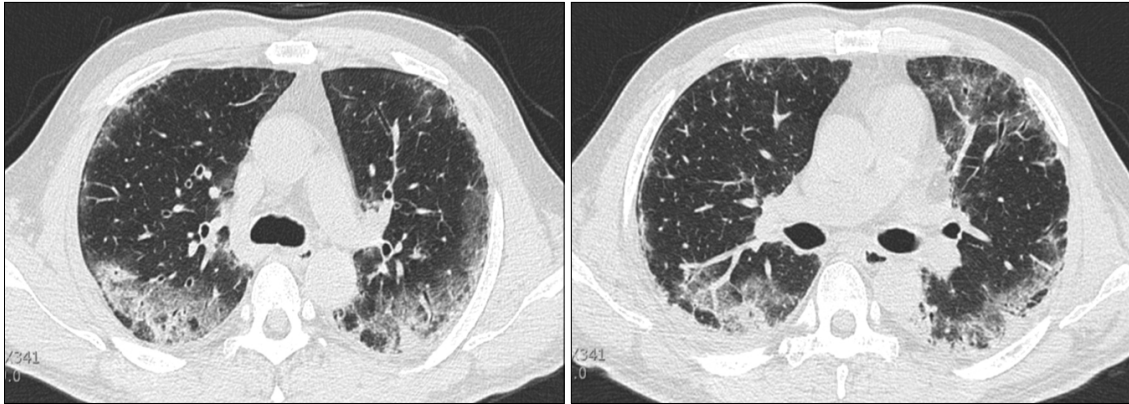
Repeated (10 days later) high resolution computed tomography scan showed an increase in the ground glass opacity, aggravation of the fibrotic changes, and bronchial wall thickening.
